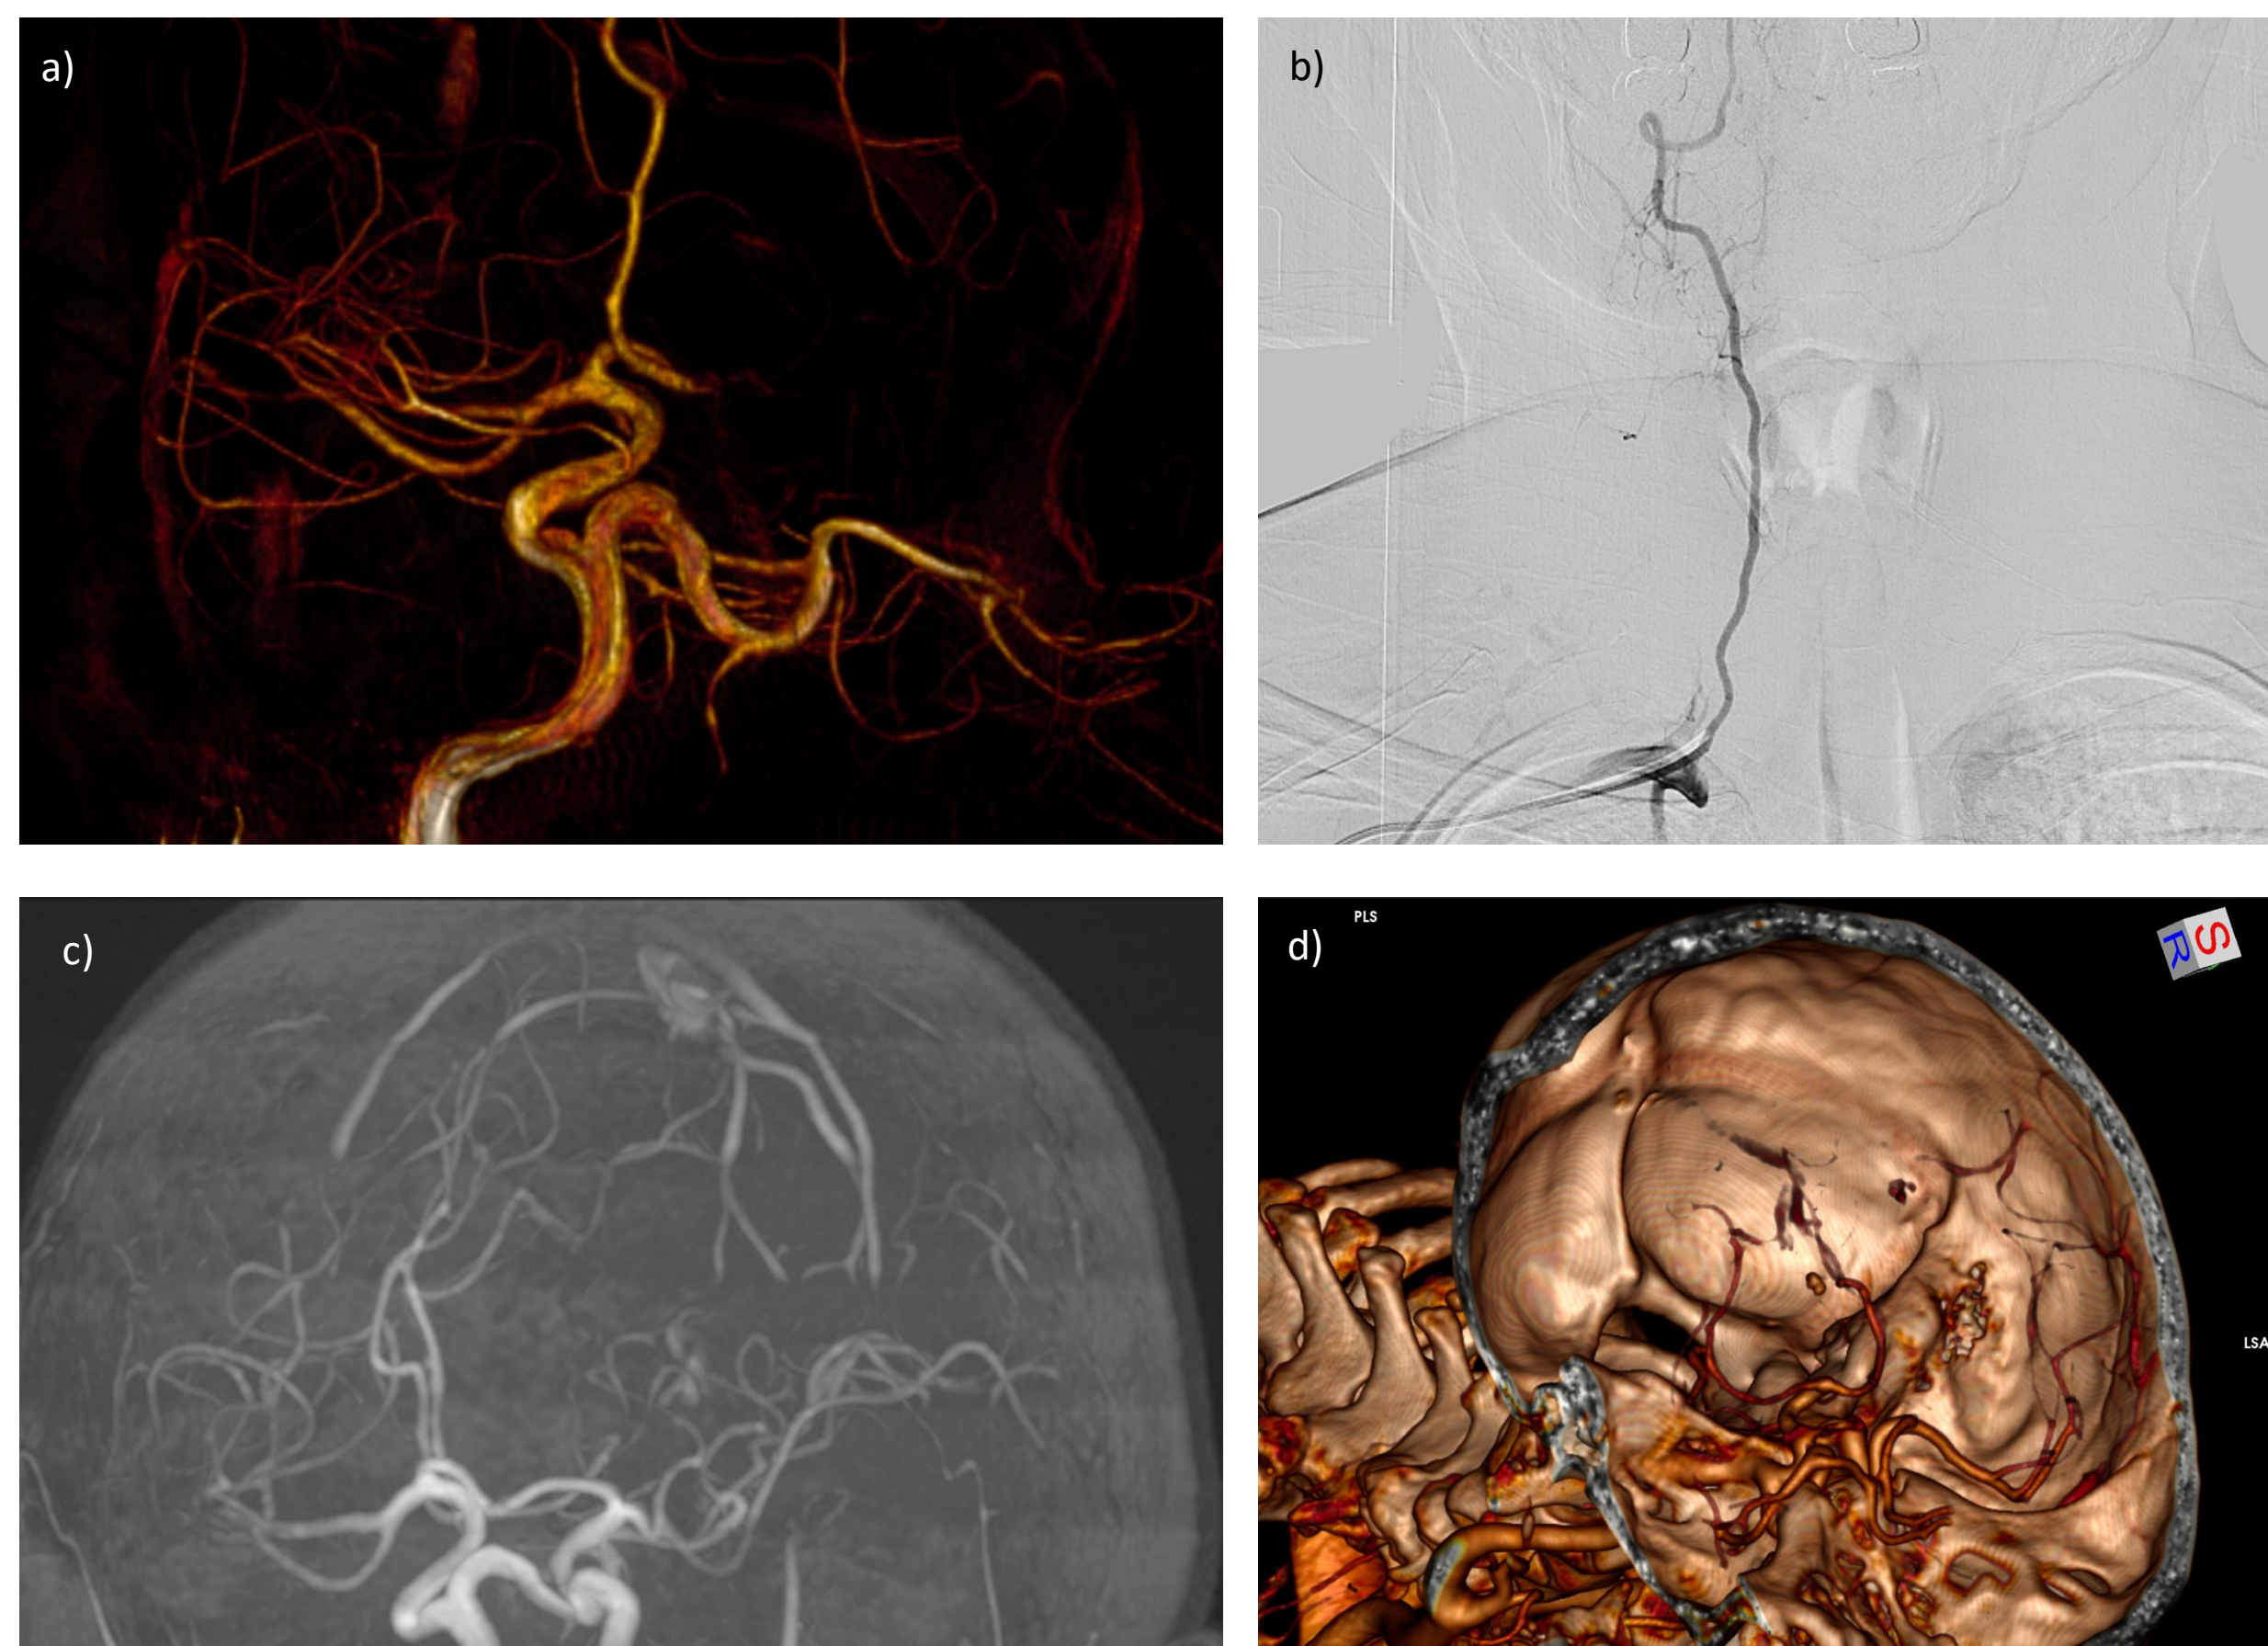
a) Reconstrucción en 3D de angiografía cerebral con ATP b) Imagen AP de angiografía cerebral con hipoplasia de arteria vertebral derecha c) Angioresonancia magnética de encéfalo con reconstrucción 3D, en posición AP con ATP d) Reconstrucción 3D de angiotomografía de cráneo, relación de ATP con respecto a base de cráneo.
